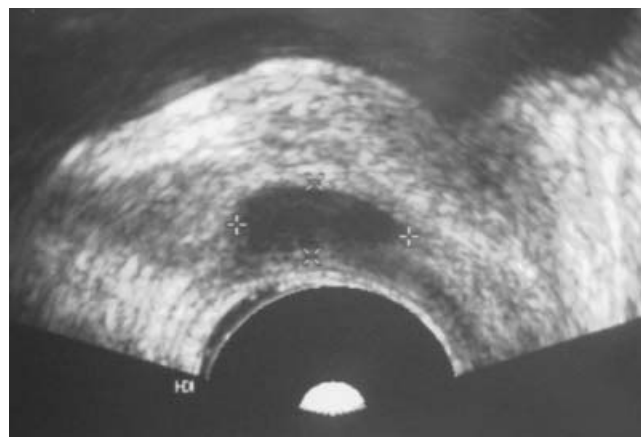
Corte longitudinal de ultrasonido transrectal, en el que se observa imagen anecoica en línea media correspondiente a quiste de conductos eyaculadores del caso 3.
